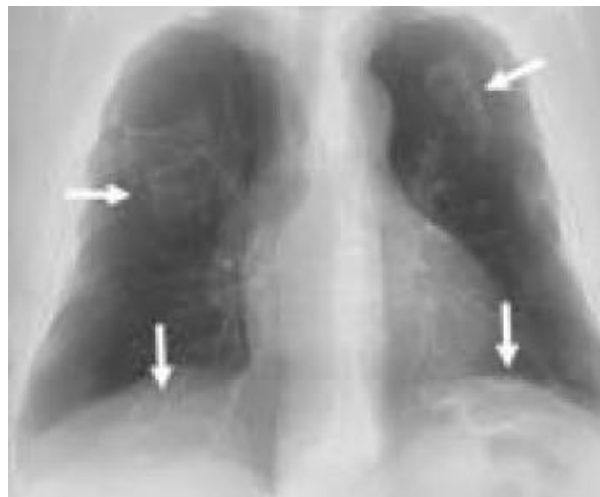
RADIOGRAPHIE DE THORAX DE FACE : NOMBREUSES PLAQUES PLEURALES
